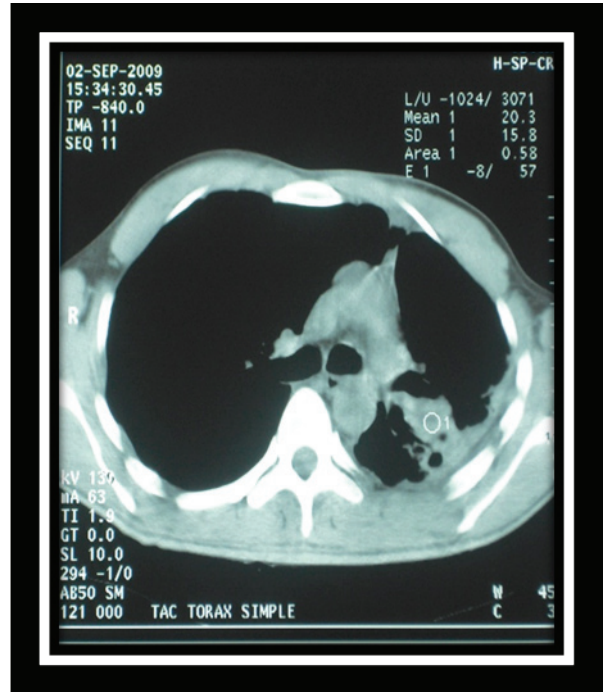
Radiografía de tórax en la que se encontró bronquiectasia por tracción a nivel del lóbulo superior izquierdo más pérdida parcial del volumen y engrosamiento subpleural en el mismo lóbulo.
